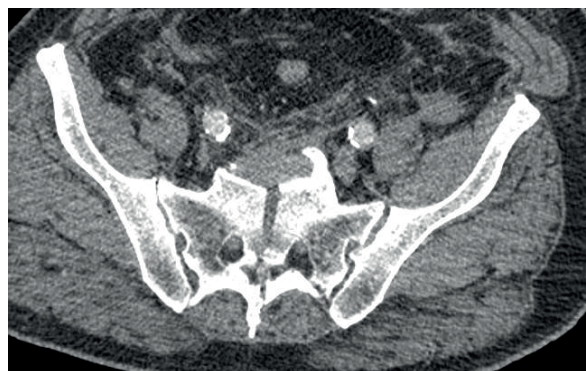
Corte axial de TC pelvis a nivel cresta iliaca
